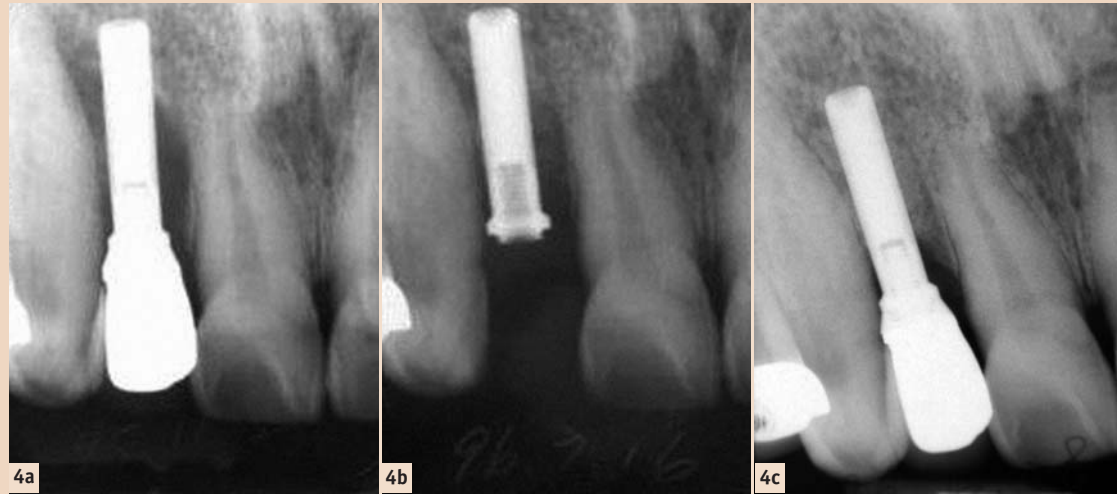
Periapikale Röntgenaufnahme ergab eine Periimplantitis mit Knochenverlust >5 mm (a). Das Abutment wird entfernt und eine chirurgische Behandlung mit Er:YAG-Laser durchgeführt. Nach der Lasertherapie werden ein Knochentransplantat und eine Biomembran verwendet (b). Periapikales Röntgenbild zeigte Knochenregeneration 6 Monate später (c).
